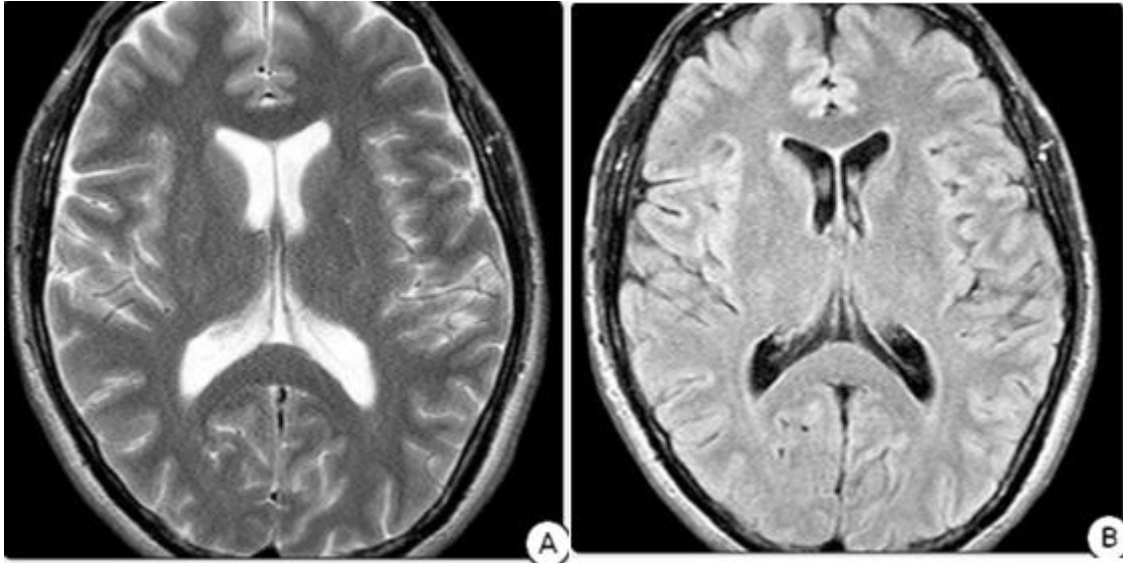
IRM cérébrale chez un patient de 45 ans souffrant de démence précoce en coupe axiale en séquence pondéré T2 (A) objectivant un discret élargissement des ventricules latéraux et des sillons. En séquence pondérée FLAIR axial n'objectivant pas des anomalies de signal de la substance blanche.[25].
